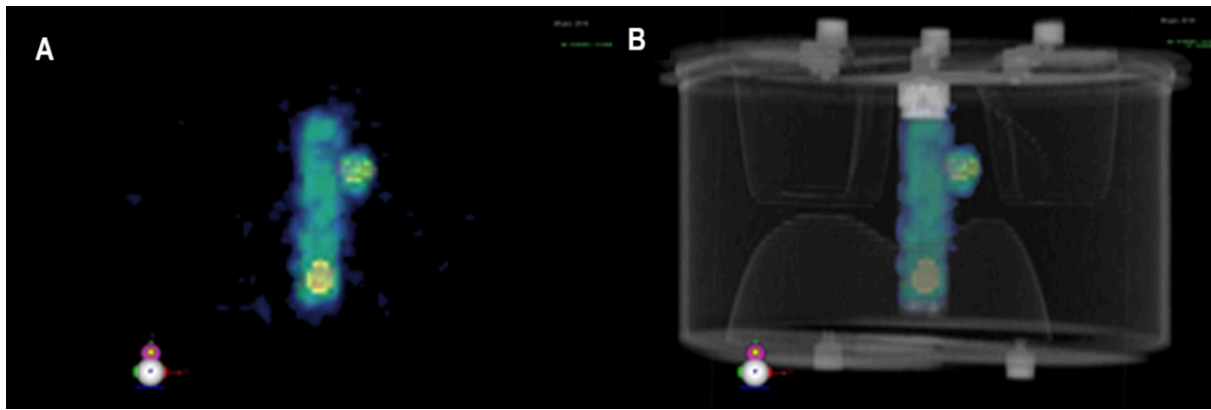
Imagens SPECT (A); e a fusão SPECT/CT CT (B) do phantom TORSO com um cilindro e duas esferas preenchidos com rádio-223. Adaptado de [BENABDALLAH *et al*, 2019].
